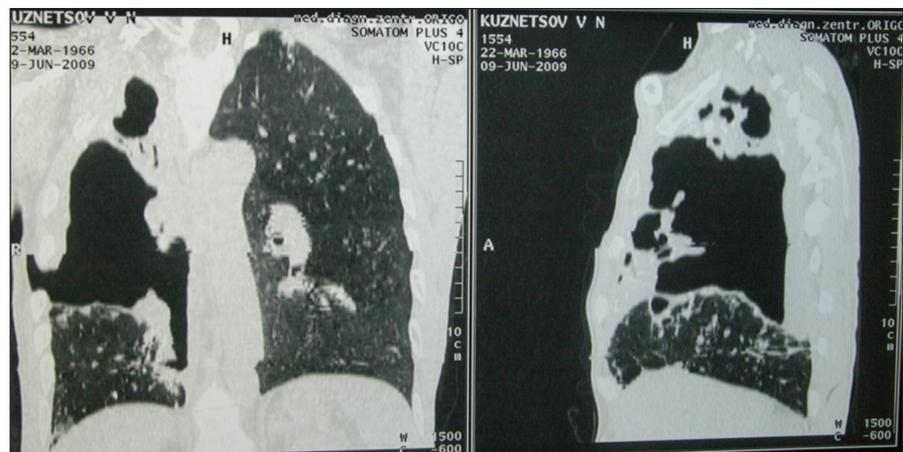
Томограммы больного К.
